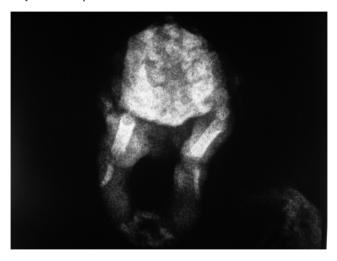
Radiografía con presencia de estructuras óseas (fémur y esbozos de probable tibia vs. peroné).
